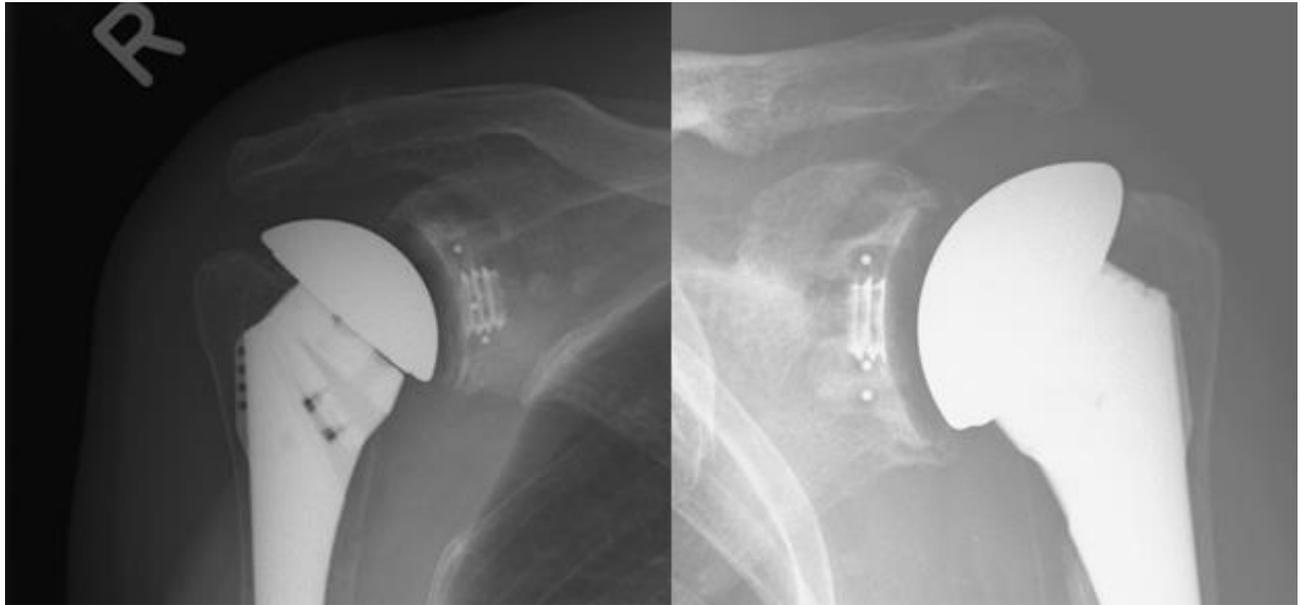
Röntgenbild, Implantation PE Glenoid, mit Belassen der Hohlschraube
